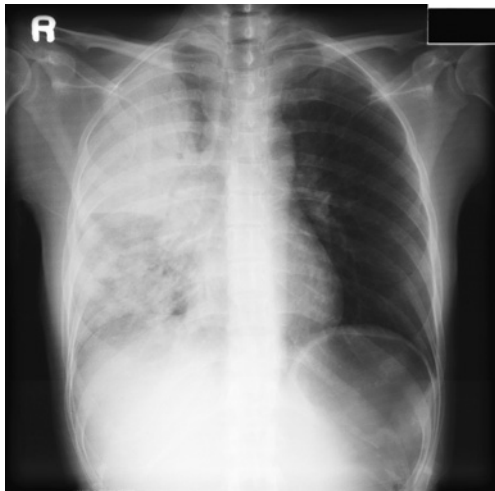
Chest X-ray on admission showing pneumonia shadow in all right lung field.
